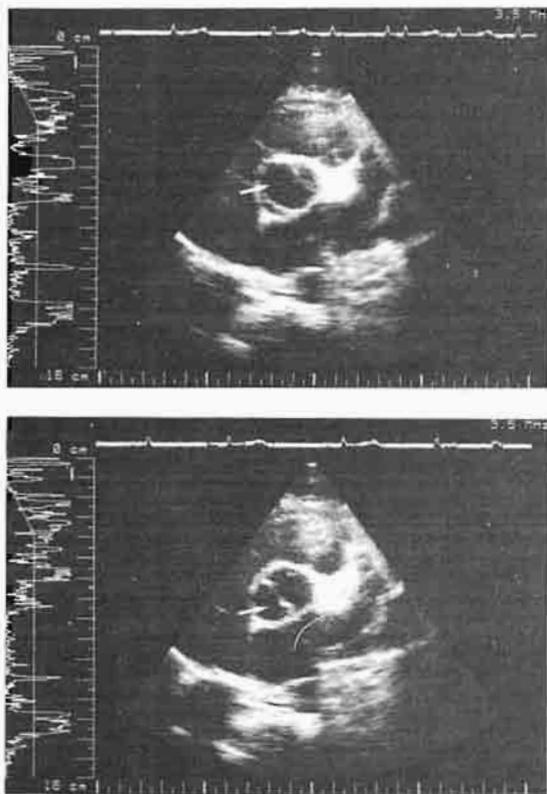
Ecocardiograma bidimensional de una aorta bivalva (flecha). A) abierta, B) cerrada.
